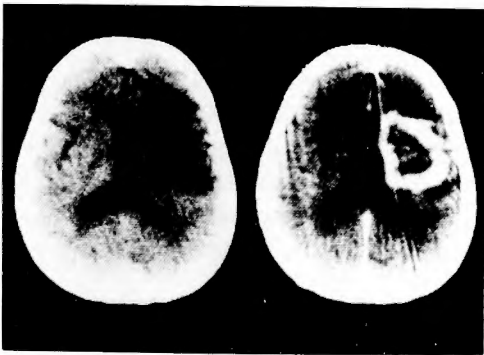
Plain and enhanced CT scan on admission. Tumor is seen in the right fronto-parietal region with ring-like enhancement.
